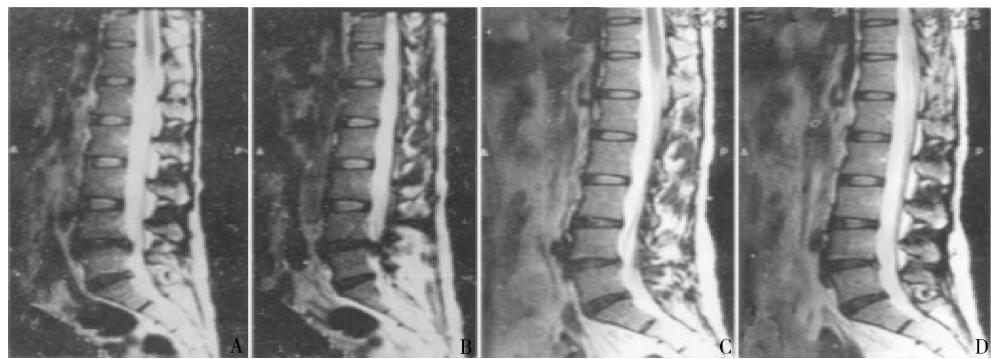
L4~L5 椎间盘脱出手术前、后 MRI 影像图
